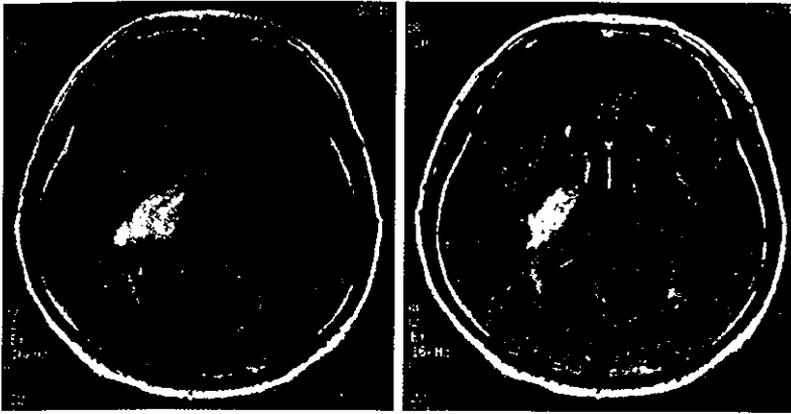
急性型神経ペーチェット病におけるMRI画像（フレア画像）
